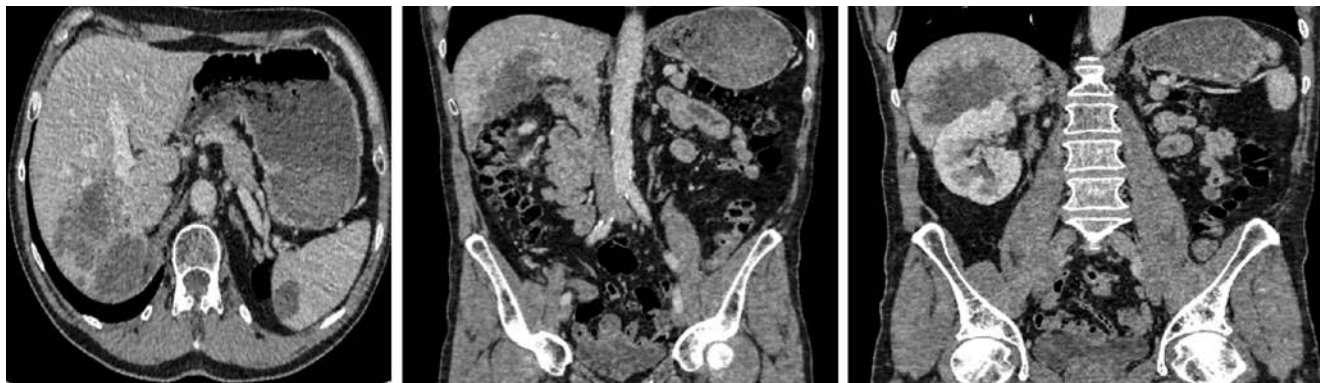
КТ ОБП. Стабилизация. Собственное наблюдение.
